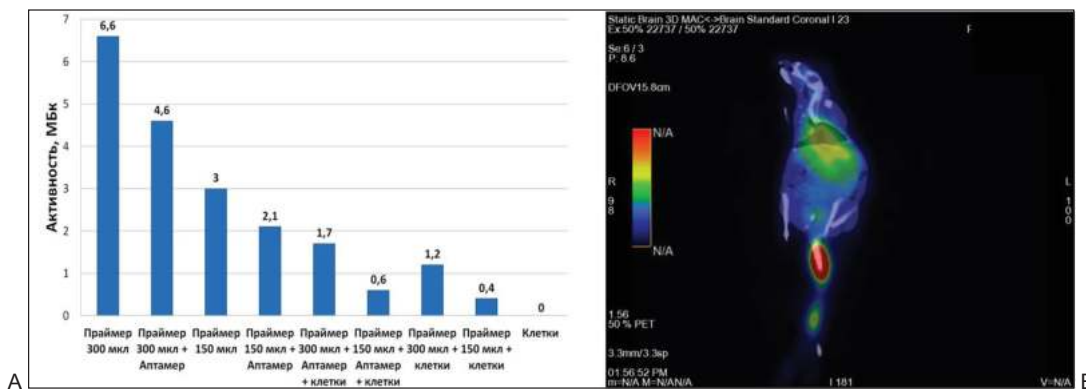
А – средние результаты измерений активности радиоактивных веществ в пробе на дозкалибраторе Talete-НС; Б – визуализация методом ПЭТ/КТ с применением комплекса 3’-<sup>11</sup>С-праймер-аптамер LC18
